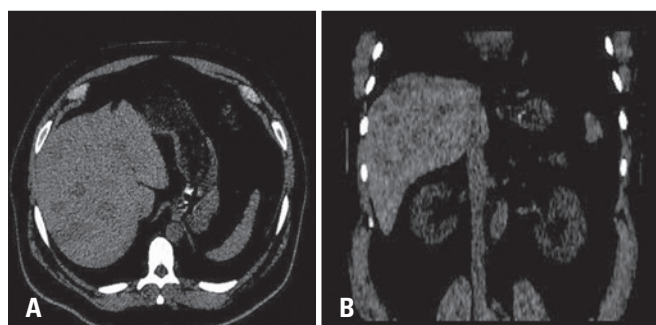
(A) Tomografia computadorizada sem contraste, evidenciando múltiplos nódulos hepáticos hipoatenuantes. (B) Reconstrução coronal da imagem A, evidenciando múltiplos nódulos hepáticos hipoatenuantes
